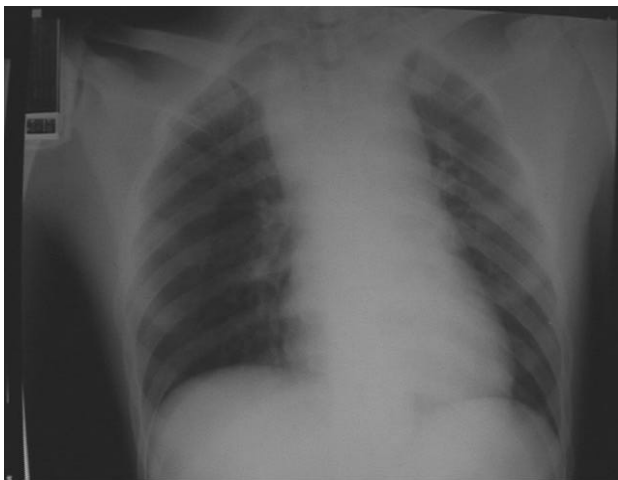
Radiografia de tórax. Alargamento de mediastino.
